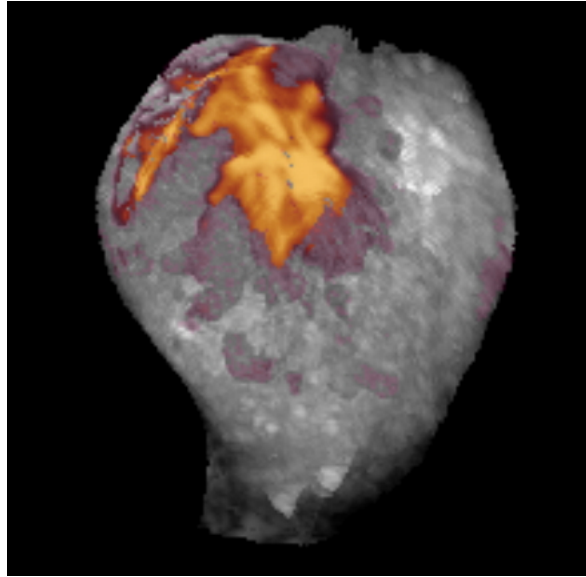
Imagen ecográfica 3D de un cáncer de endometrio que infiltra >50% del miometrio con vascularización Doppler color abundante o score 4.
